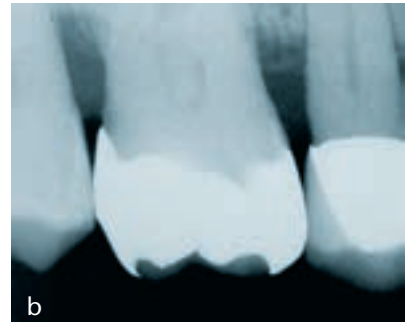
Eine 4 Jahre zuvor hergestellte Röntgenaufnahme mit wesentlich geringgradigeren Veränderungen zeigt, dass sich die Karies innerhalb kurzer Zeit ausgebildet haben muss. Die Ursachen hierfür sind nicht bekannt.
